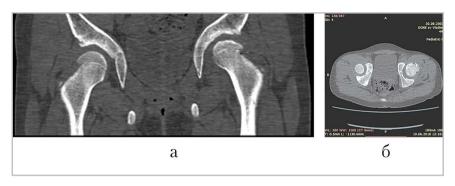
Компьютерные томограммы тазобедренных суставов, мягкотканное окно, скан во фронтальной плоскости (a) и скан в аксиальной плоскости (δ) — асептический некроз головки левой бедренной кости
